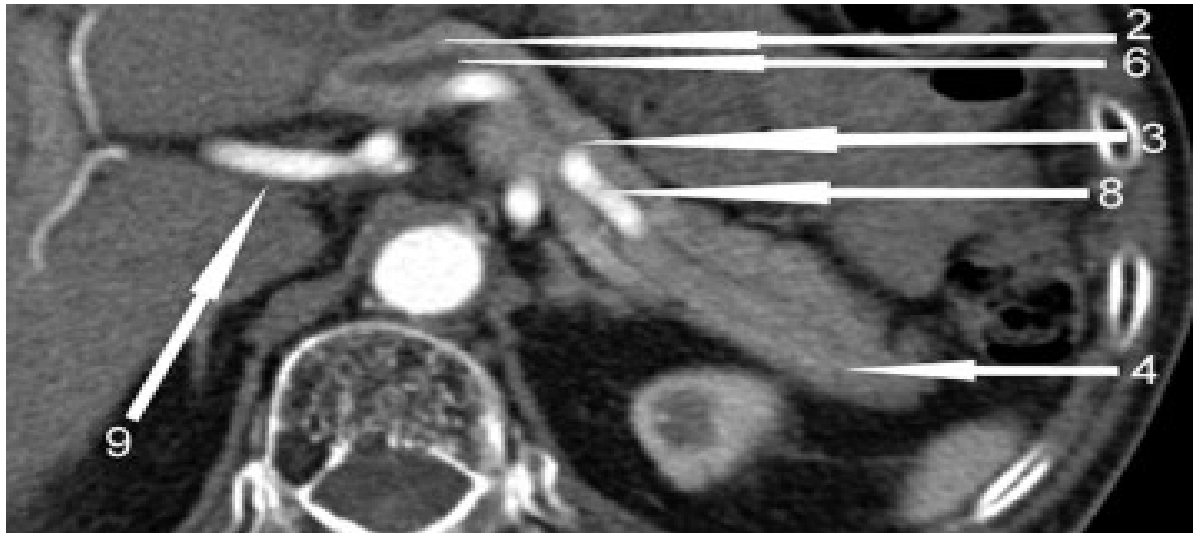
TDM abdominale avec injection de produit de contraste en coupe axiale montrant l'aspect normal du canal pancréatique principal et ses rapports ; 2 : Isthme du pancréas. 3 : Corps du pancréas. 4 : Queue du pancréas. 6 : Canal pancréatique principal. 8 : Artère splénique. 9 : Artère hépatique [110].
